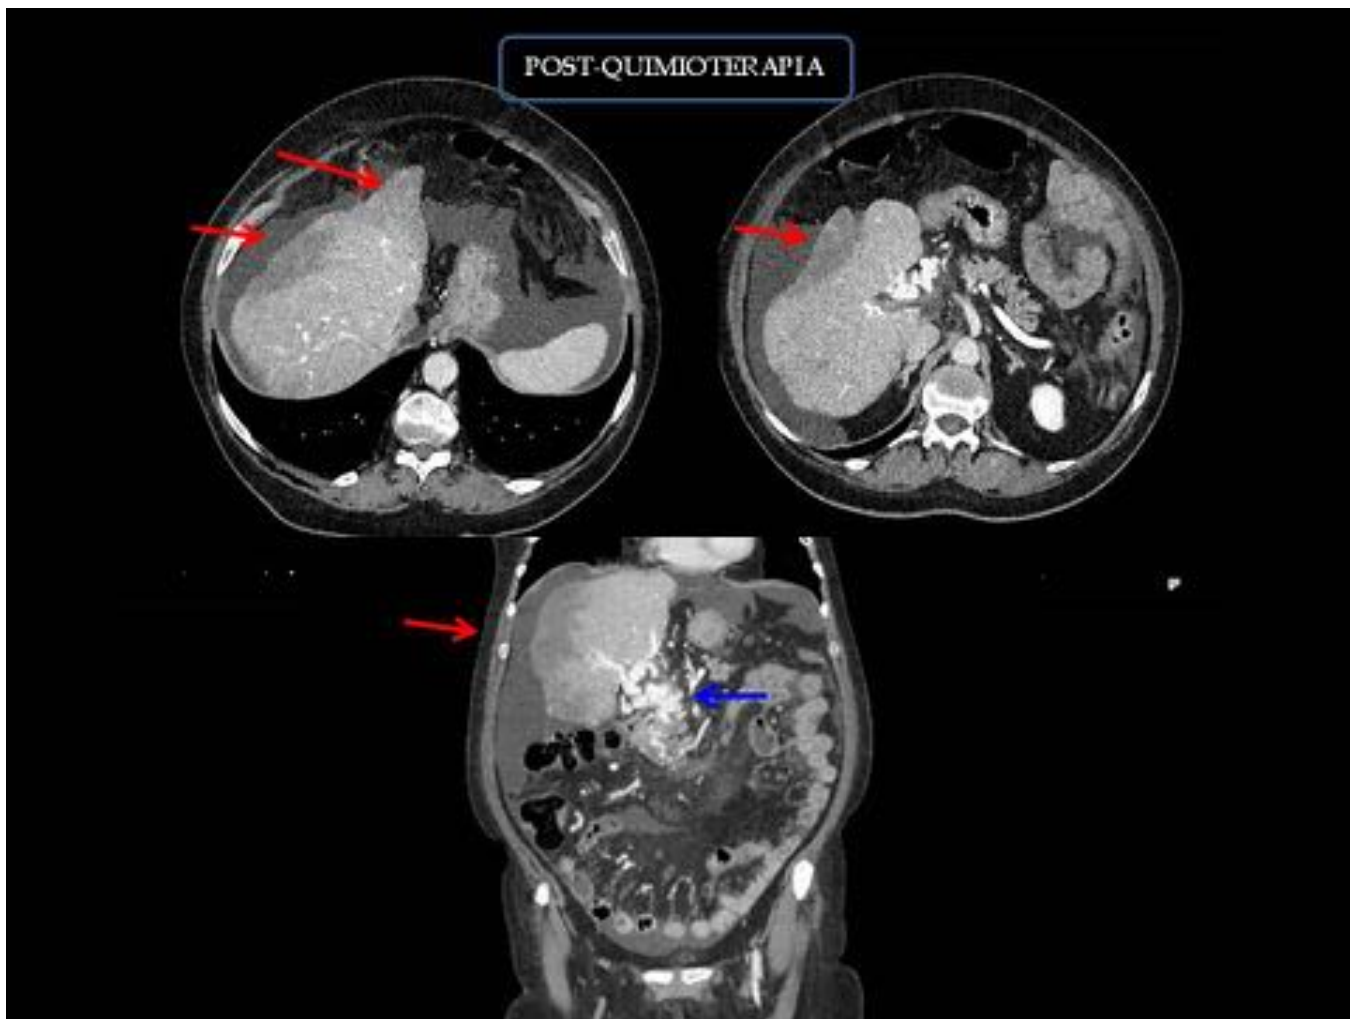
FIGURA 2. CORTES AXIALES Y RECONSTRUCCION CORONAL DE CT ABDOMINAL DONDE SE EVIDENCIAN AREAS HIPODENSAS (FLECHAS ROJAS) DE MORFOLOGIA IRREGULAR DE DISTRIBUCION SUBCAPSULAR EN RELACION CON AREAS DE ESTEATOSIS HEPATICA GEOGRAFICA. TROMBOSIS CRONICA DE LA VENA PORTA CON CAVERNOMATOSIS PORTAL (FLECHA AZUL)
